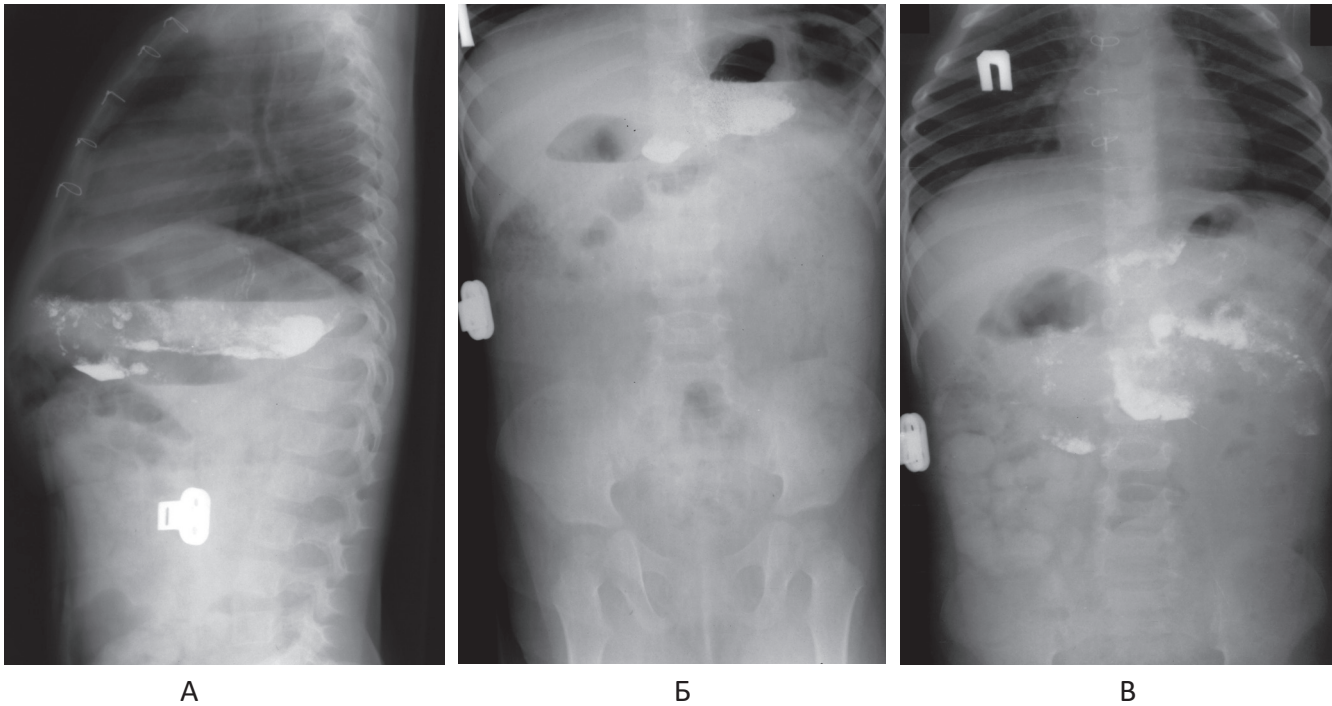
Хвора Ю., 2 р., МКСХ №13437. Рентгенконтрастне дослідження евакуаторної здатності шлунка: А – профіль, Б – фас через 15 хвилин після введення контрасту; В – фас через 3 години після введення контрасту
